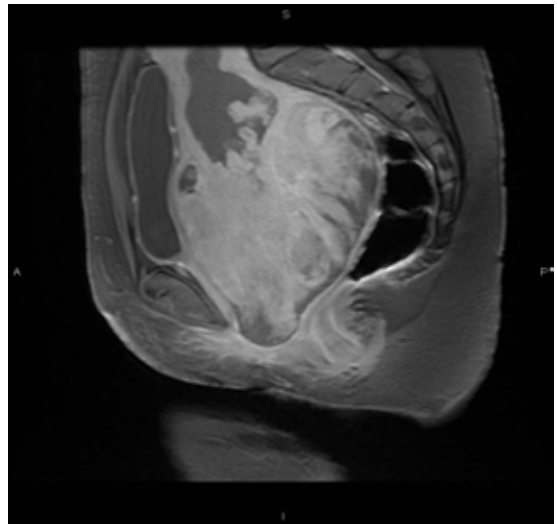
Imagen de RM corte longitudinal por plano medio de pelvis donde se objetiva útero retencionista desplazado por gran masa cervical.
